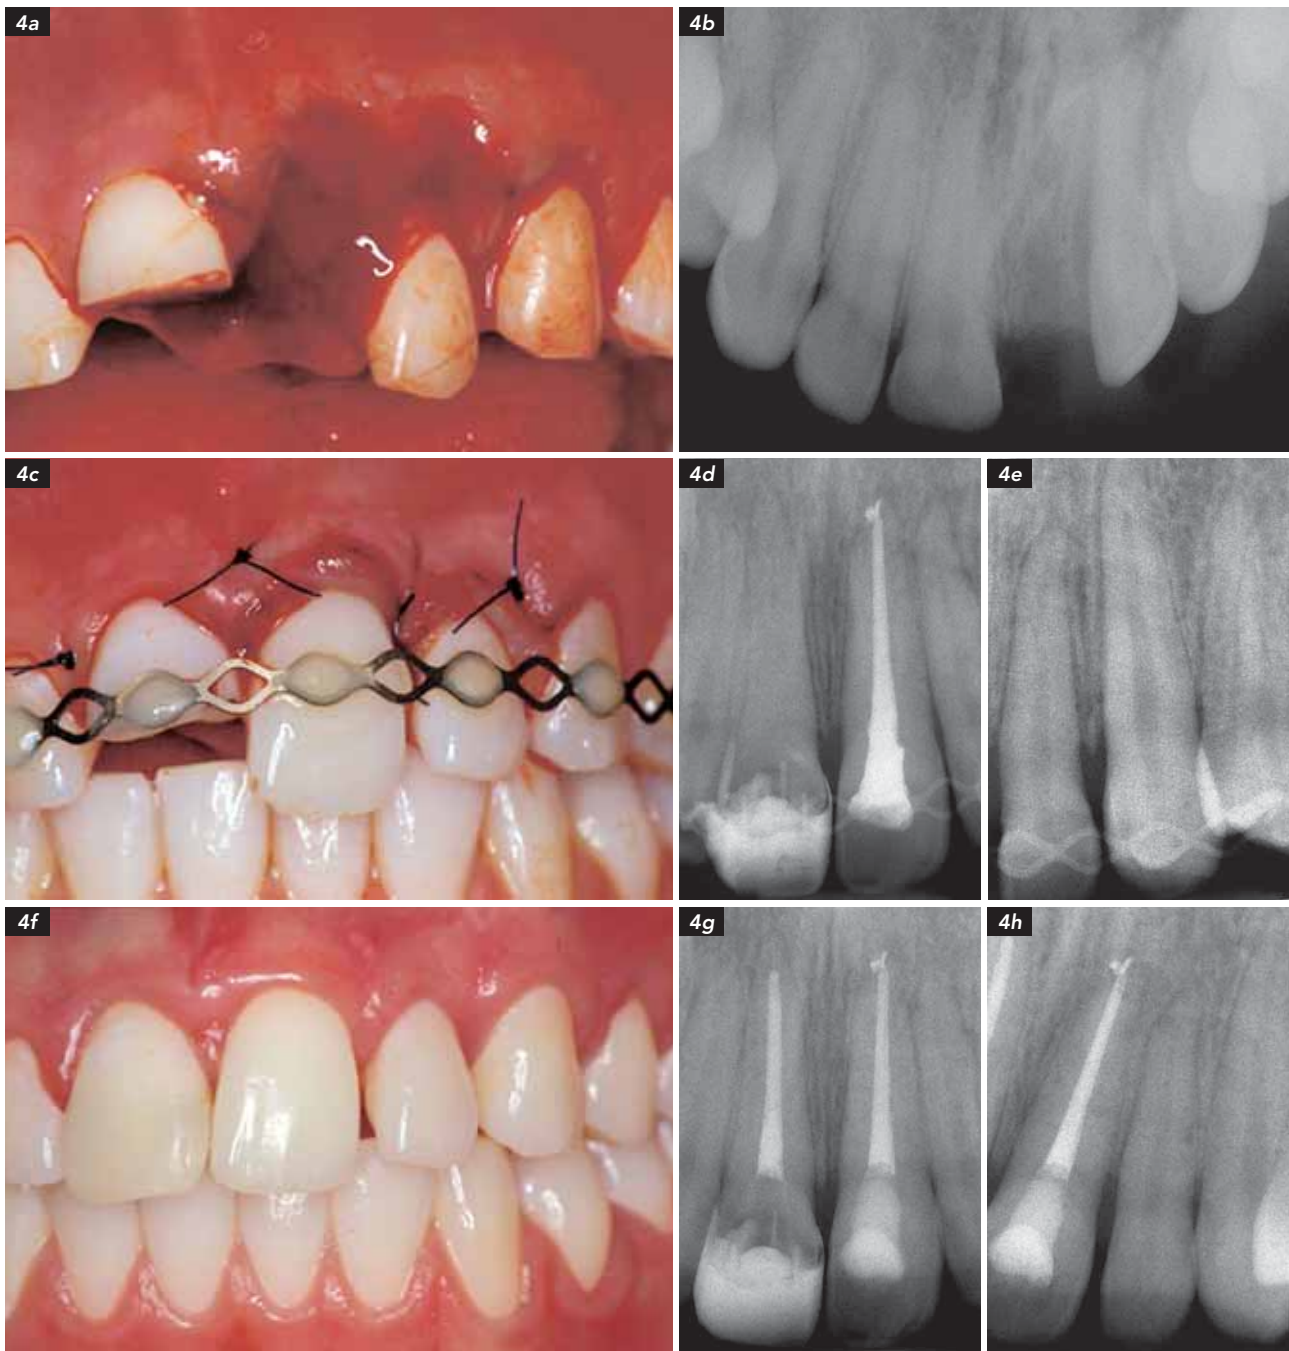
Komplexes Zahntrauma bei 17-jährigem Mädchen nach Turnunfall: (4a) Palatinale Dislokationen von 22 und 23, Avulsion von 21 und Kronenfraktur mit Pulpaeröffnung 11; (4b) die Oberkiefer-Aufbissaufnahme zeigt die leere Alveole 21 und die Parodontalspalt-Verbreiterung mesial bei 22; (4c) 22 und 23 wurden reponiert, 21 wurde replantiert, und bei 21 erfolgte die Einleitung der endodontischen Behandlung sowie die entsprechende Schienung der OK-Front mit TTS; (4d und 4e) die Röntgenaufnahmen 4 Wochen posttraumatisch zeigen eine unauffällige Einheilung der ursprünglich dislozierten 21, 22 und 23; 21 wurde unterdessen wurzelgefüllt; (4f) klinische Situation 3 Monate nach dem Unfall; (4g und 4h) die Röntgenbilder zeigen die stabile Situation der vormals traumatisierten Zähne; 11 wurde in der Zwischenzeit ebenfalls wurzelbehandelt.
